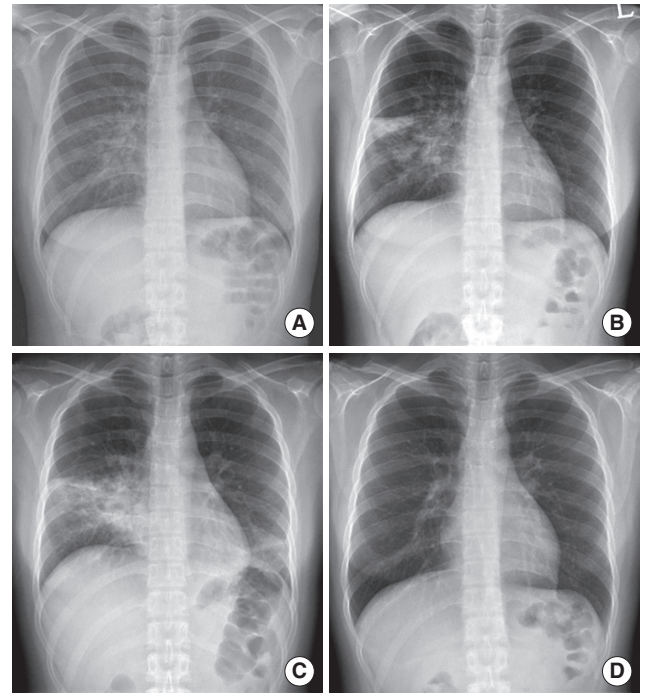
Chronological changes observed in chest radiographs. (A) 2 days prior to admission at the local clinic, (B) day 1 of hospitalization, (C) day 3 of hospitalization, (D) 2 weeks after discharge.
